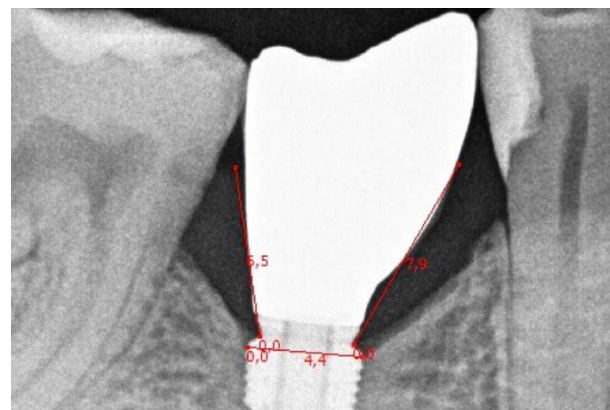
Рентгенологическая оценка толщины мягких тканей (калибровка по известному диаметру имплантата)
